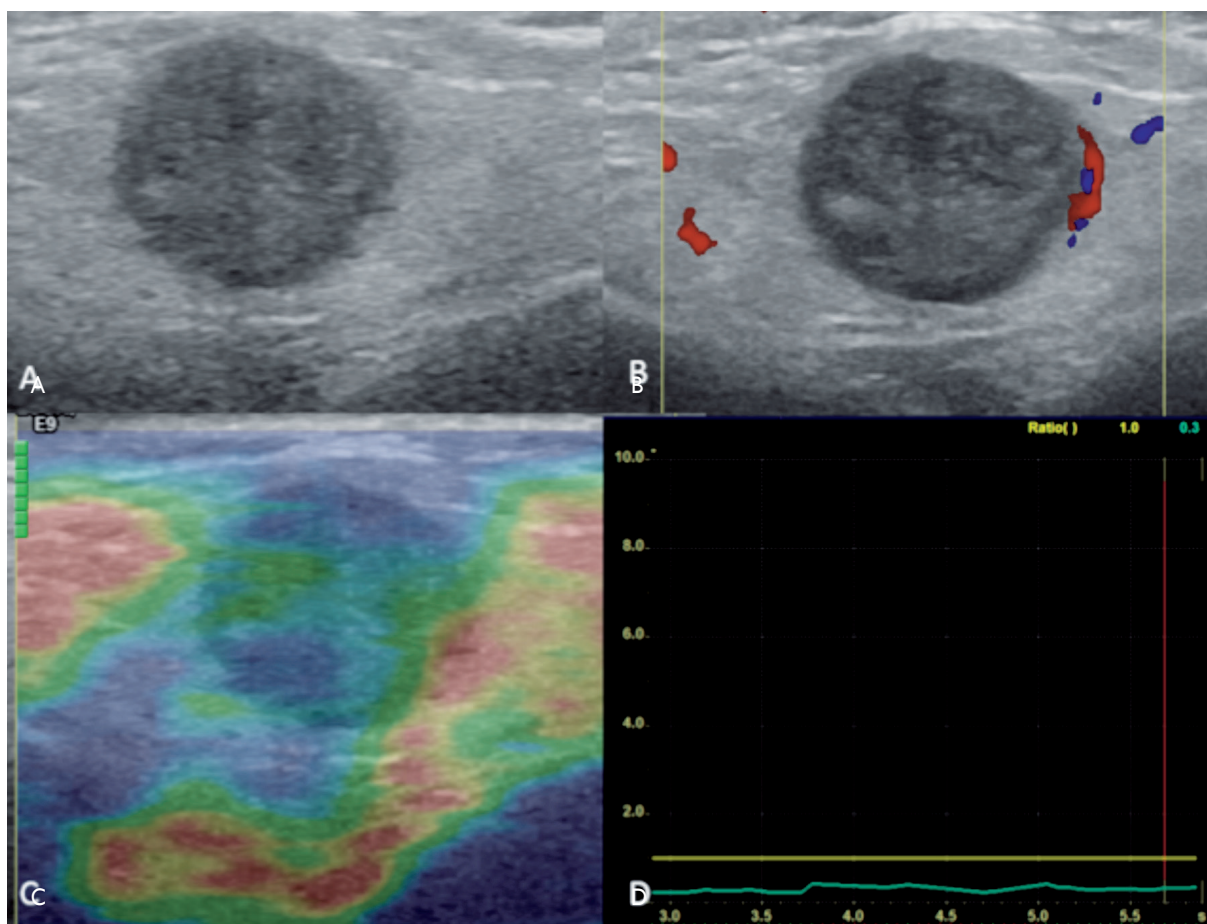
Nódulo parotídeo con algunas adenopatías sospechosas en cadena cervical dependiente. A) Nódulo parotídeo redondeado hipocogénico de contornos definidos. B) Doppler color: no muestra flujo vascular evidente, lo que podría confundir sobre su naturaleza sólida real y plantear erróneamente un quiste complejo. C) Elastografía: evidencia naturaleza sólida con casi la totalidad de su representación indurada. D) Índice semicuantitativo (*strain ratio*): el nódulo en comparación con el parénquima parotídeo adyacente se muestra 70 % más indurado. El diagnóstico final fue carcinoma escamoso bien diferenciado.
